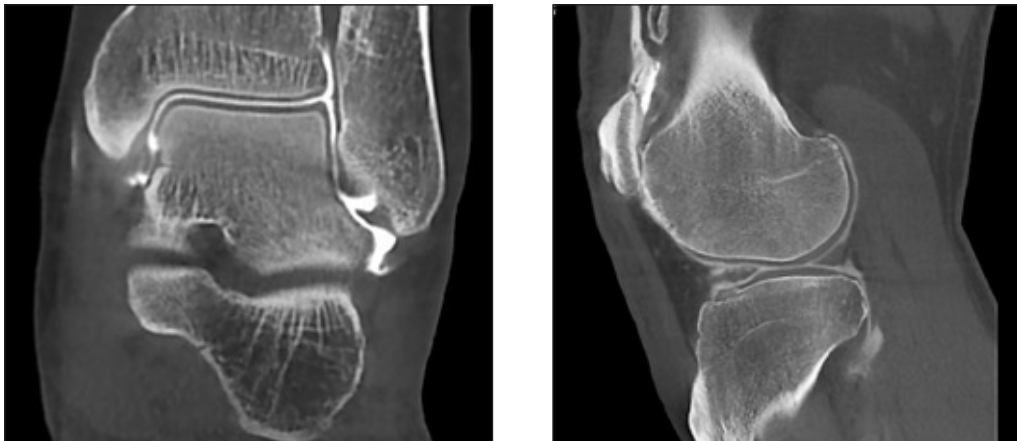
Arthro-Cone Beam CT de la cheville et du genou.
